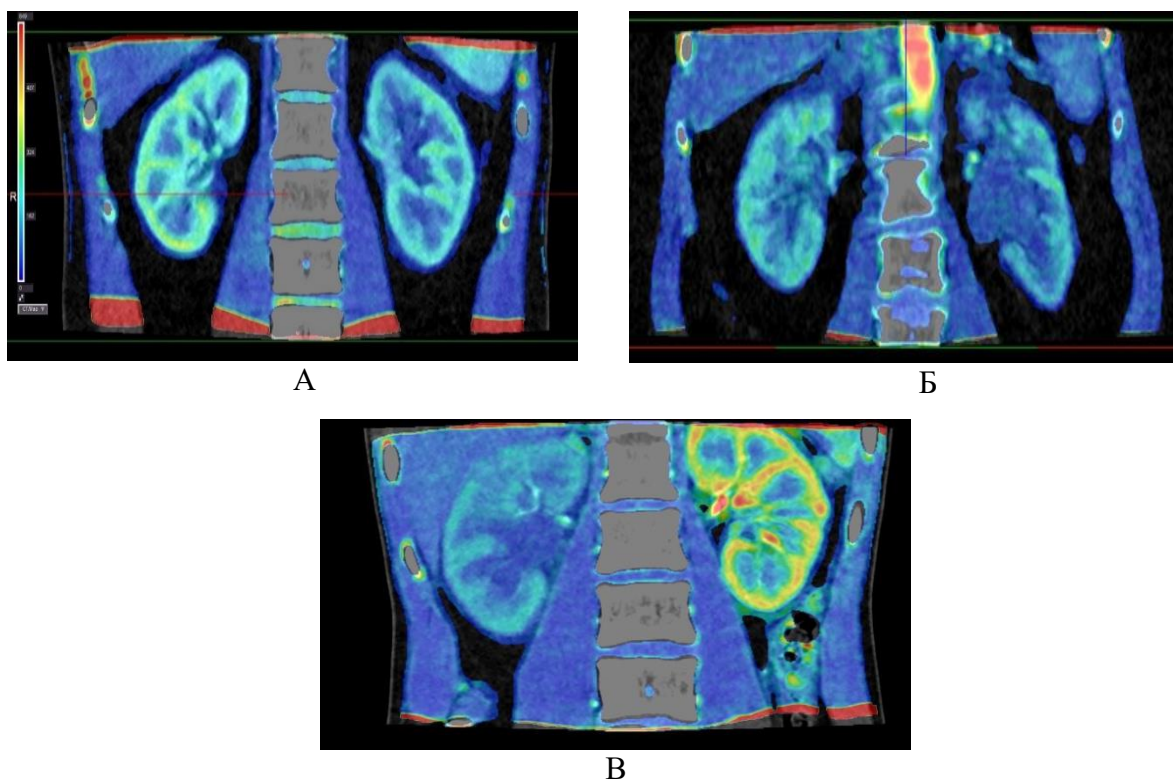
КТ – перфузия. Показатели перфузии у пациентов с камнем мочеточника. А-1 группа (без дилатации ЧЛС). Б-2 группа (с дилатацией ЧЛС). В-группа 3 (с дилатацией ЧЛС и мочеточника)
